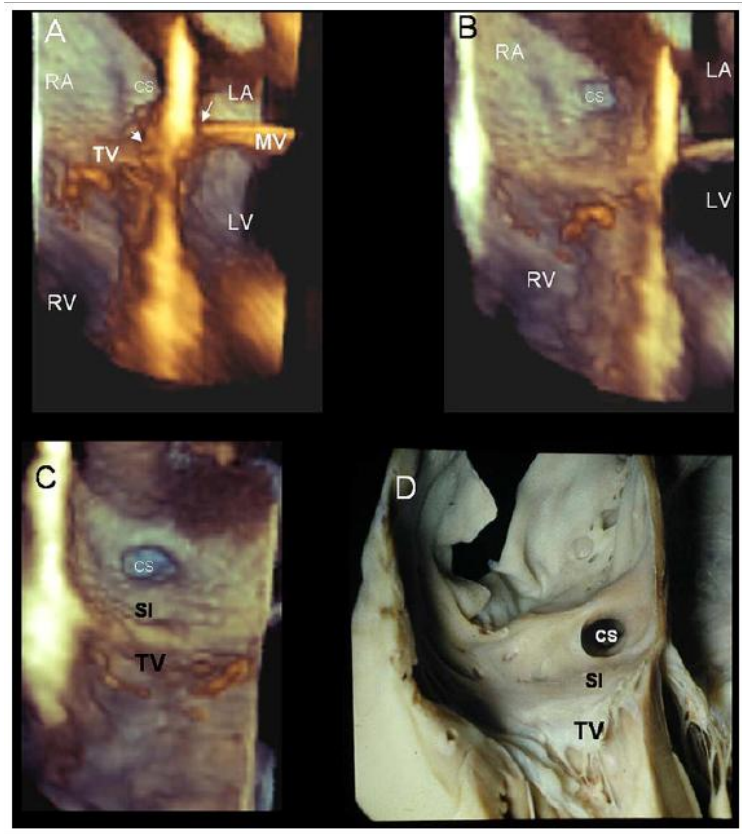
此为“心内十字交叉 (the crux cordis)”的三维经食管超声心动图成像，这是由房间隔和室间隔的截面与房室交界截面二者交叉所形成 (A)。图像轻微旋转以显示房间隔的右侧，可见冠状窦(CS)开口变得更清晰(B图)及峡部间隔(SI)也可以显现(C图)较，峡部间隔乃是冠状窦 (CS)下缘和三尖瓣附着线之间的区域。图像 D 是一幅解剖标本的照片，和图 C 中显示的结构非常相似。
